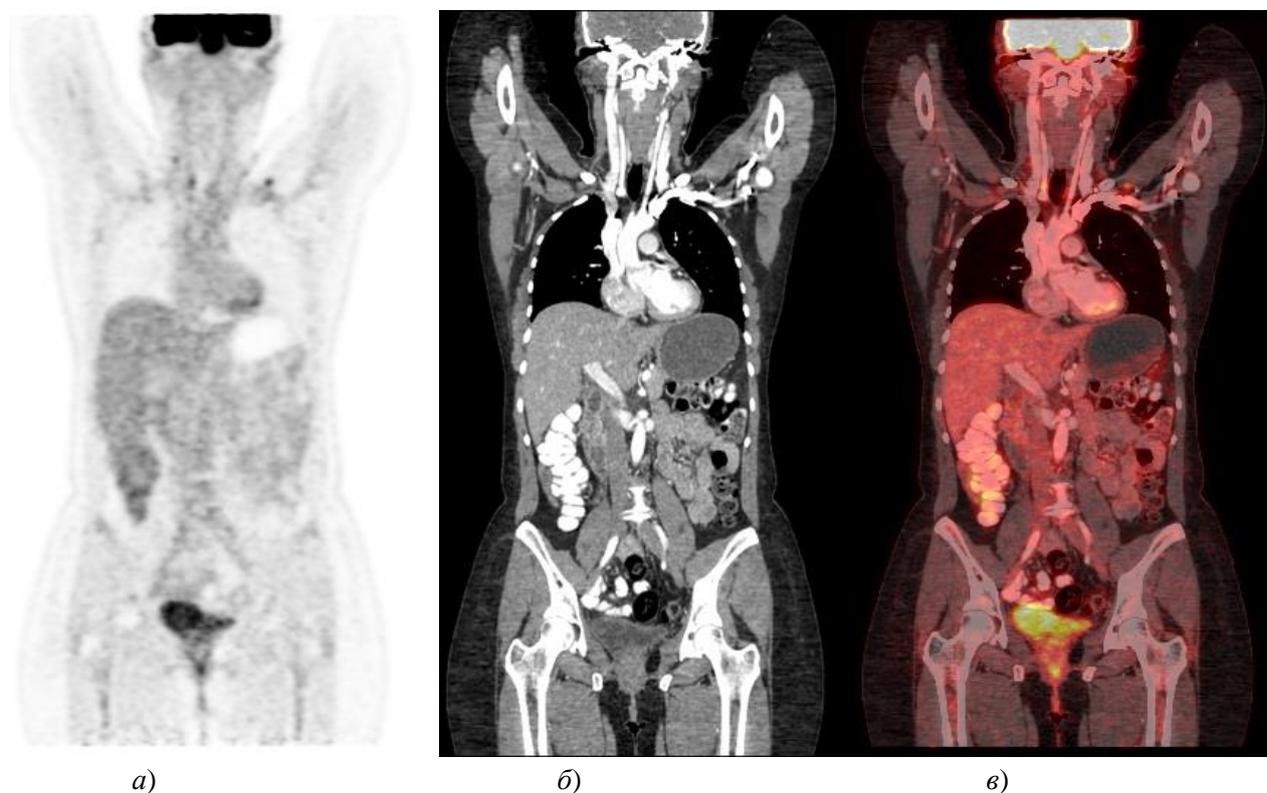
Изображение, полученное наложением ПЭТ и КТ:
